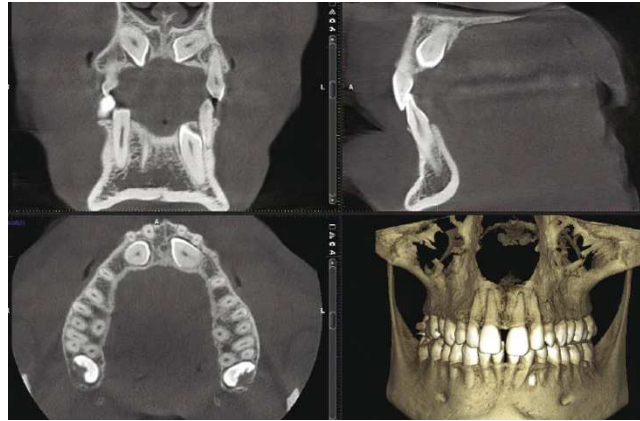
Radiografia CBCT.
